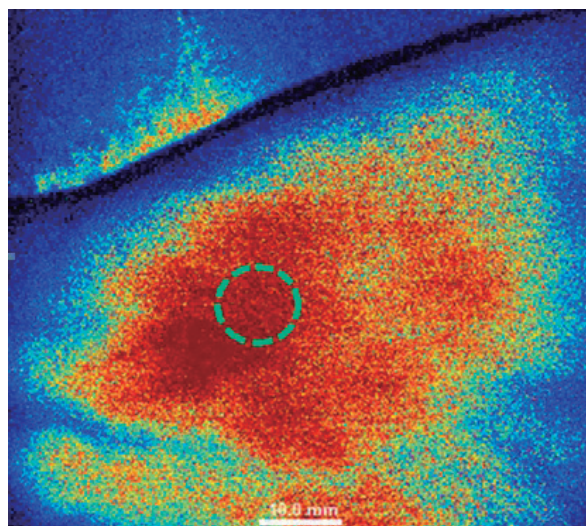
Рисунок 1Б. – Измерение перфузии периферической микроциркуляции после проведения холодного теста
